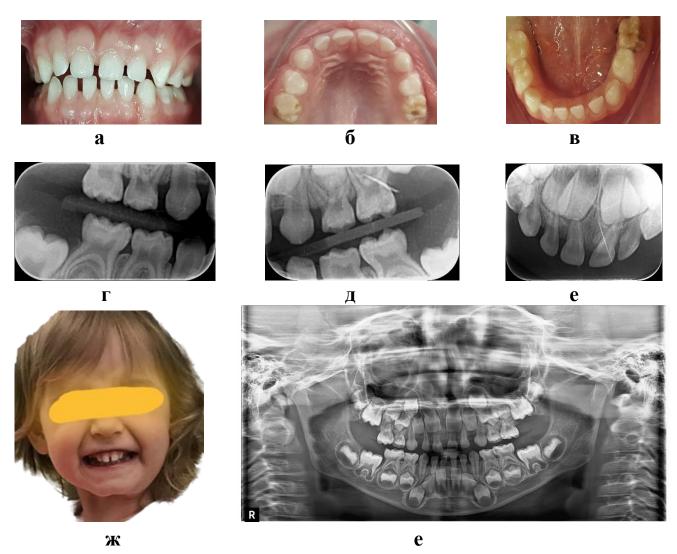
Пациент в возрасте 3,5 лет с асимметрией смыкания передних зубов, протрузией верхних резцов и сужением зубных рядов до ортодонтической коррекции: фото зубов спереди (а), верхней челюсти (б), нижней челюсти (в), прикусные (г, д) и прицельный (е) рентгеновские снимки, фото лица (ж), ортопантомограмма (е)
